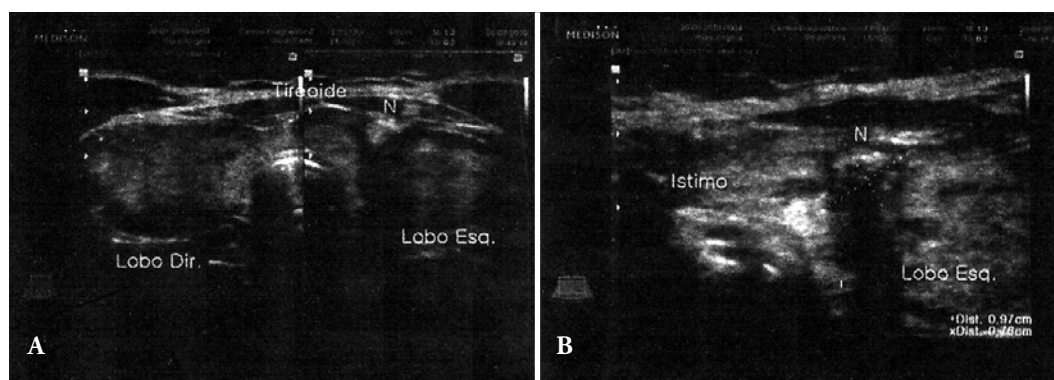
Ultrassonografia da tireoide em escala cinza (A: transversa, B: transversa ampliada, N: nódulo).
